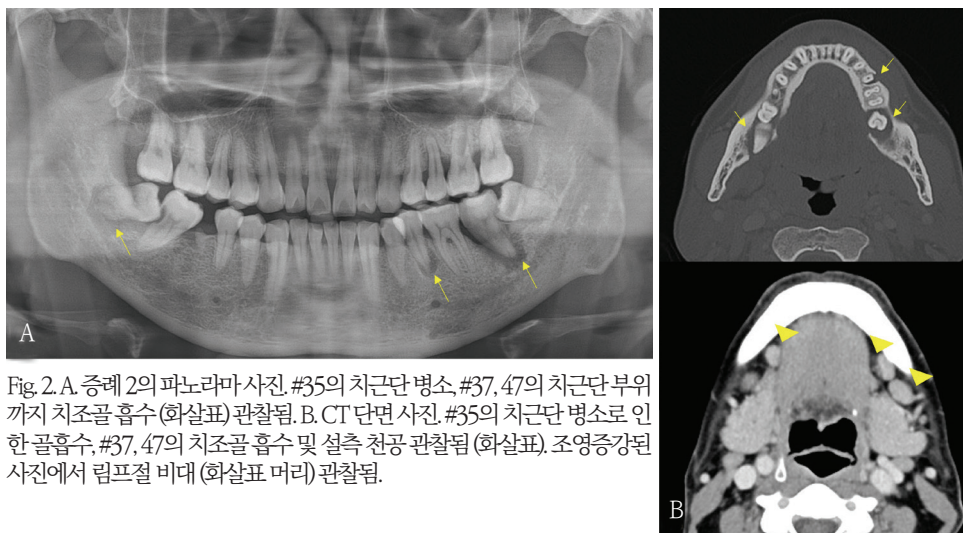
A. 증례 2의 파노라마 사진. #35의 치근단 병소, #37, 47의 치근단 부위까지 치조골 흡수(화살표) 관찰됨. B. CT 단면 사진. #35의 치근단 병소로 인한 골흡수, #37, 47의 치조골 흡수 및 설측 천공 관찰됨(화살표). 조영증강된 사진에서 림프절 비대(화살표 머리) 관찰됨.
